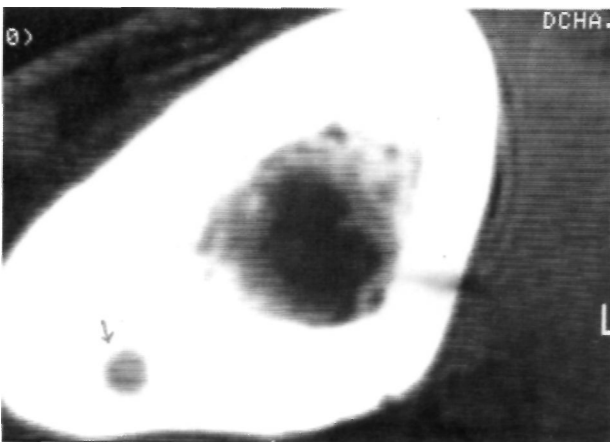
Tomografía Axial Computarizada de la tibia. Localización del osteoma osteoide (flecha).
